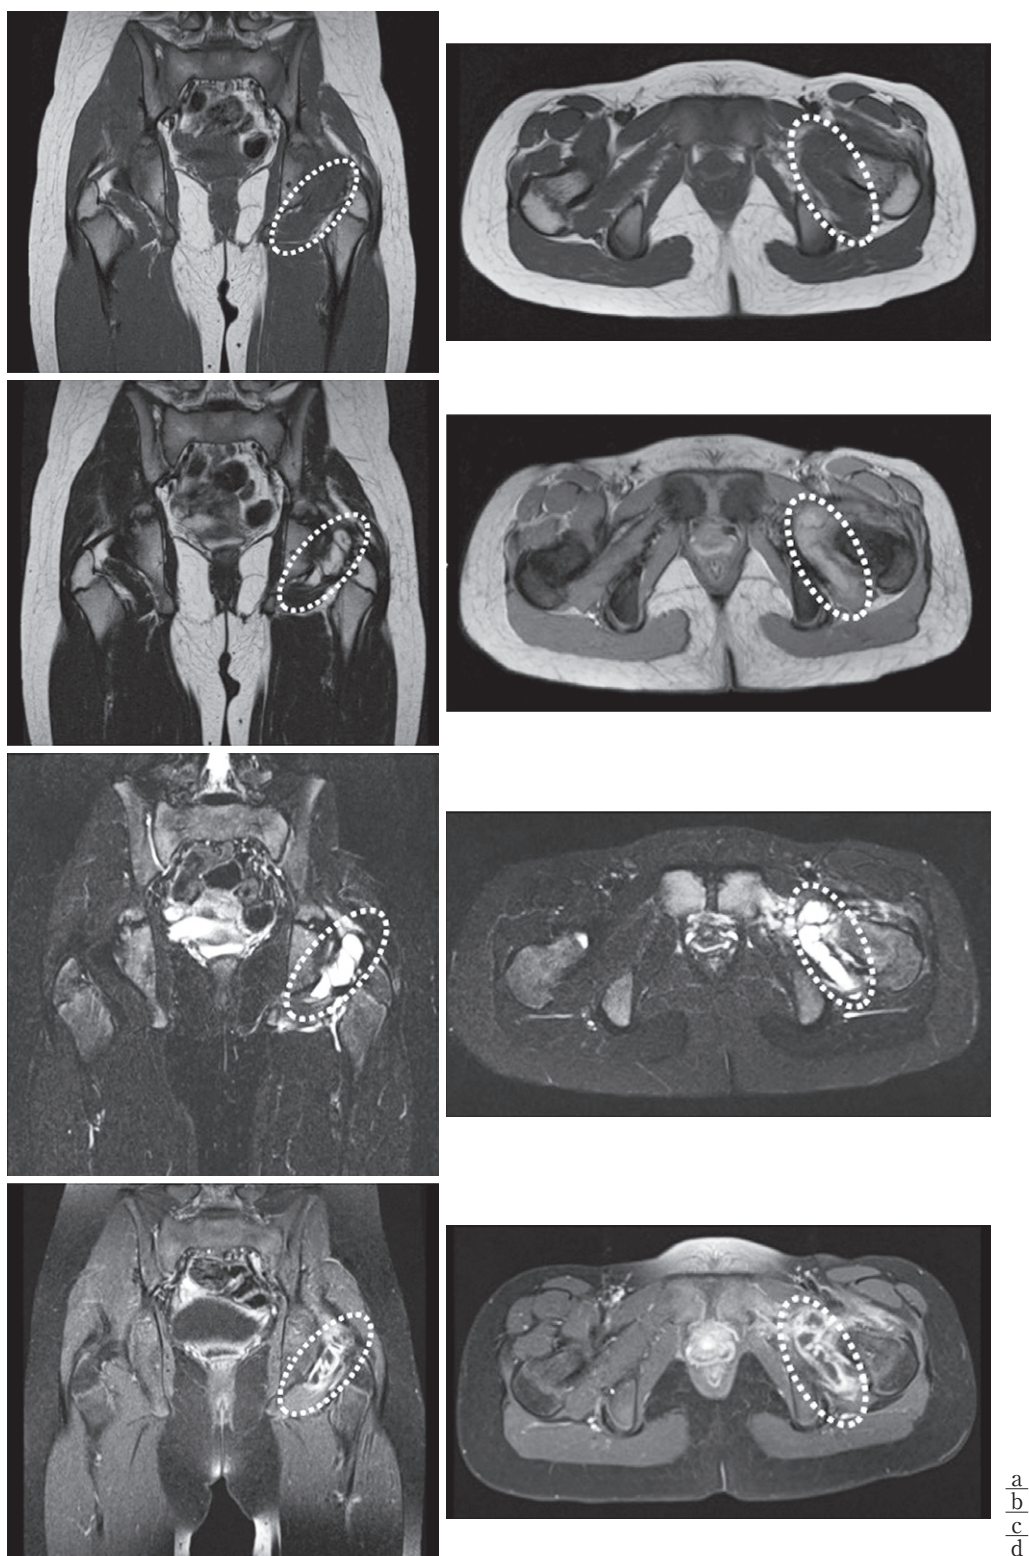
初診時MRI(a: T1強調画像 b: T2強調画像 c: STIR d: 造影)
